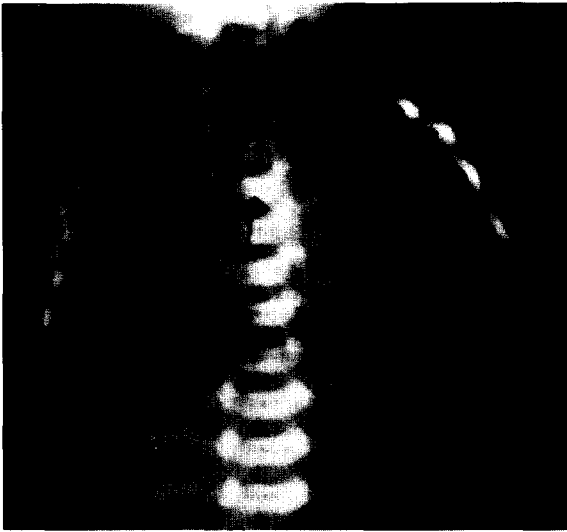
한 환자의 수술 전 방사선과적 소견. 상부 식도 맹관과, 원위부의 기관 식도루를 통한 공기흡입으로 위팽만의 소견이 보인다.
